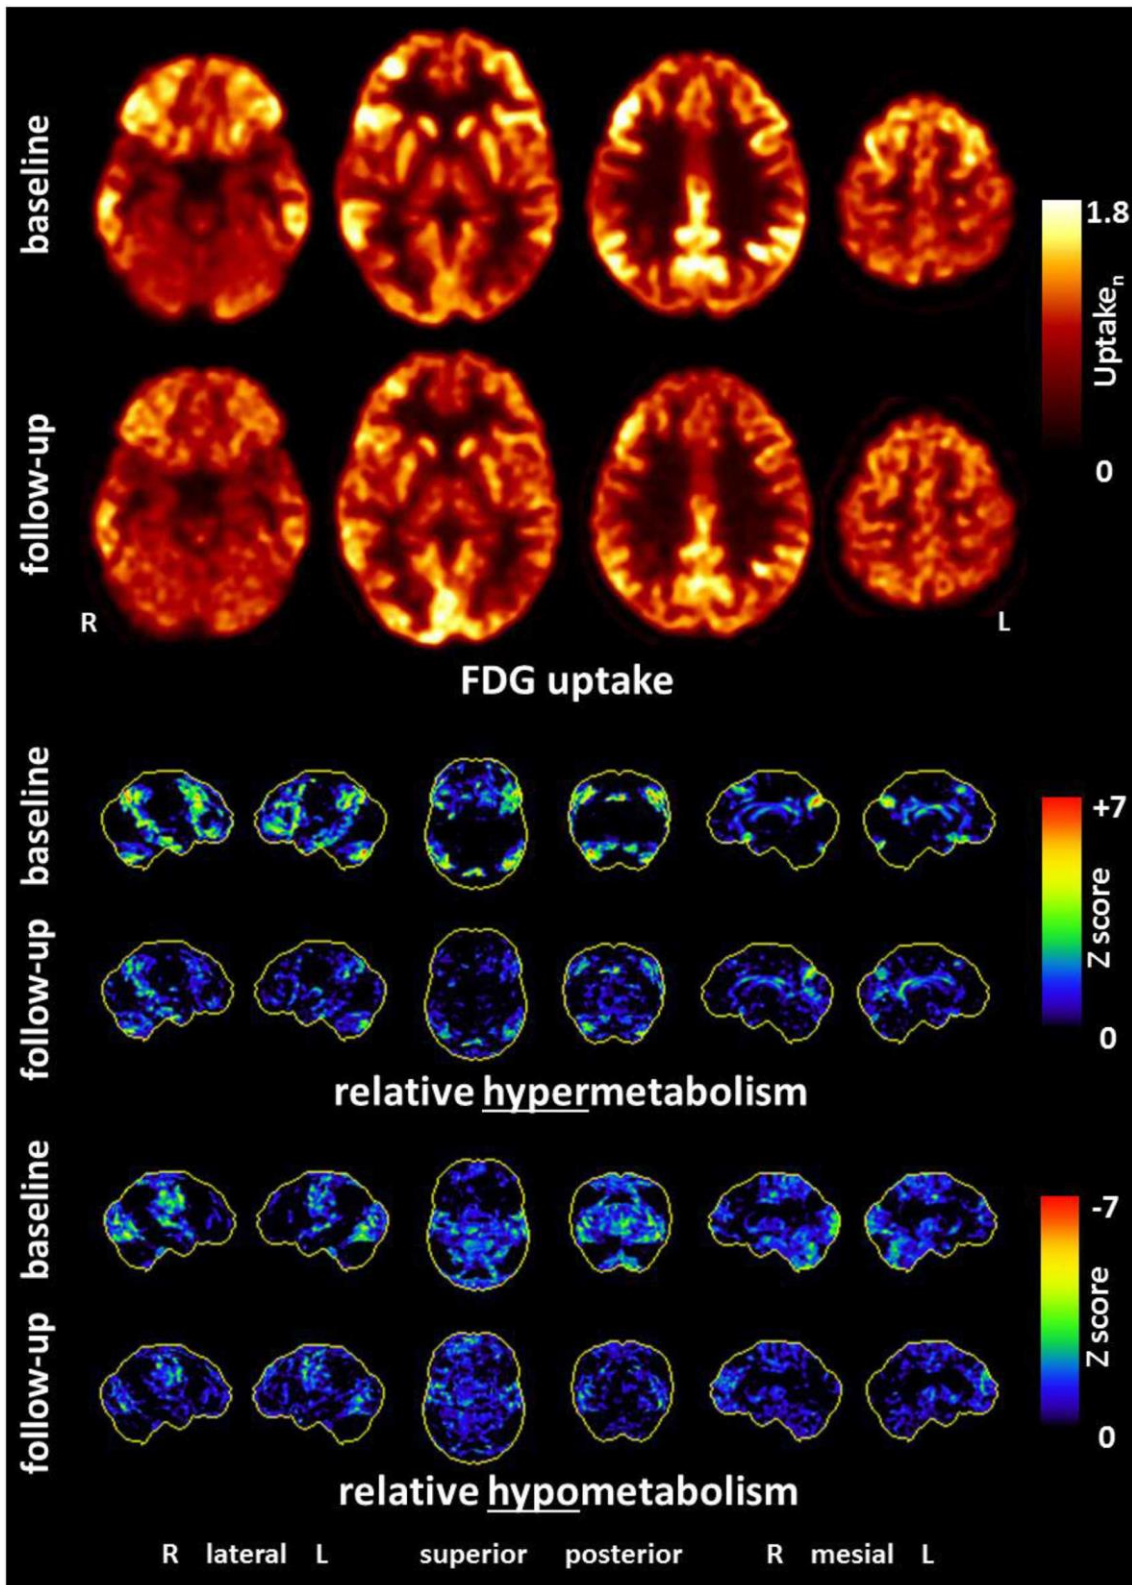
F¹⁸DG-PET, realizado a la paciente anterior. Presenta hipermetabolismo en las cortezas de asociación e hipometabolismo relativo en cortezas primarias, que mejoró rápidamente tras el tratamiento antiinflamatorio ^(16,21).
